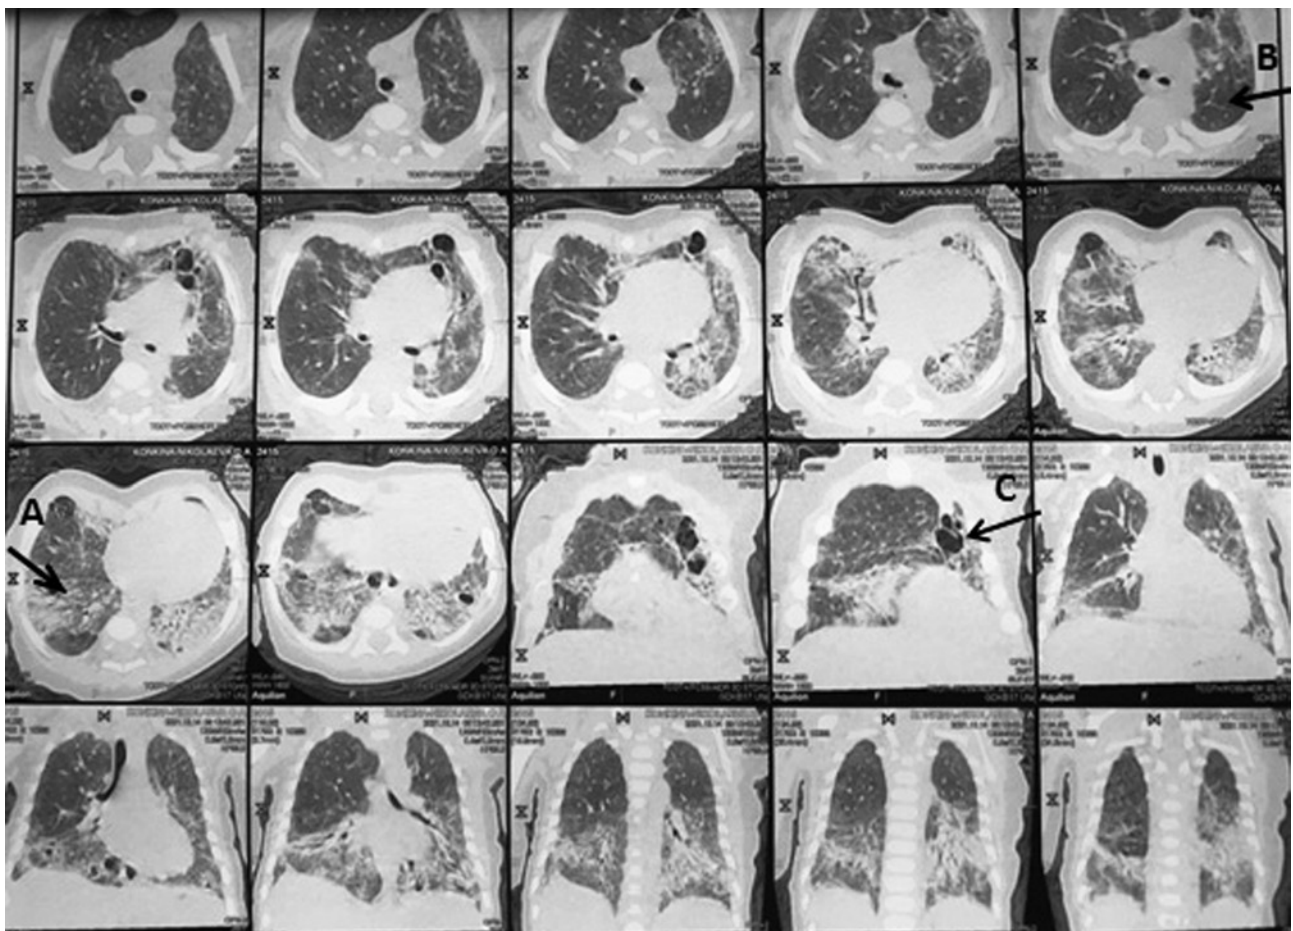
Компьютерная томограмма девочки. Возраст 2 мес. Стрелки указывают диффузные фиброзные (А), эмфизематозные изменения (В) и воздушные кисты (С)
